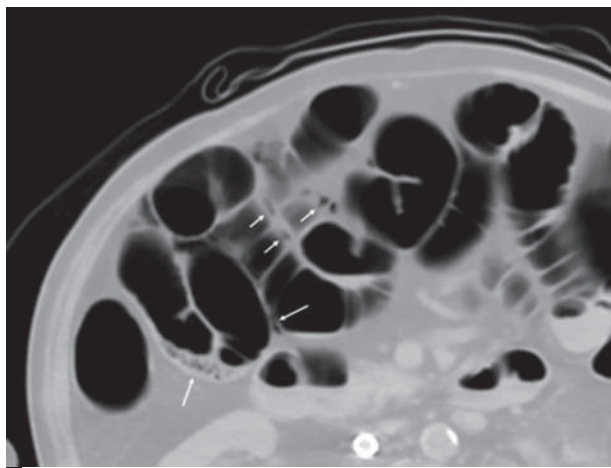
a percutaneous cardiopulmonary support 留置後の腹部 CT
